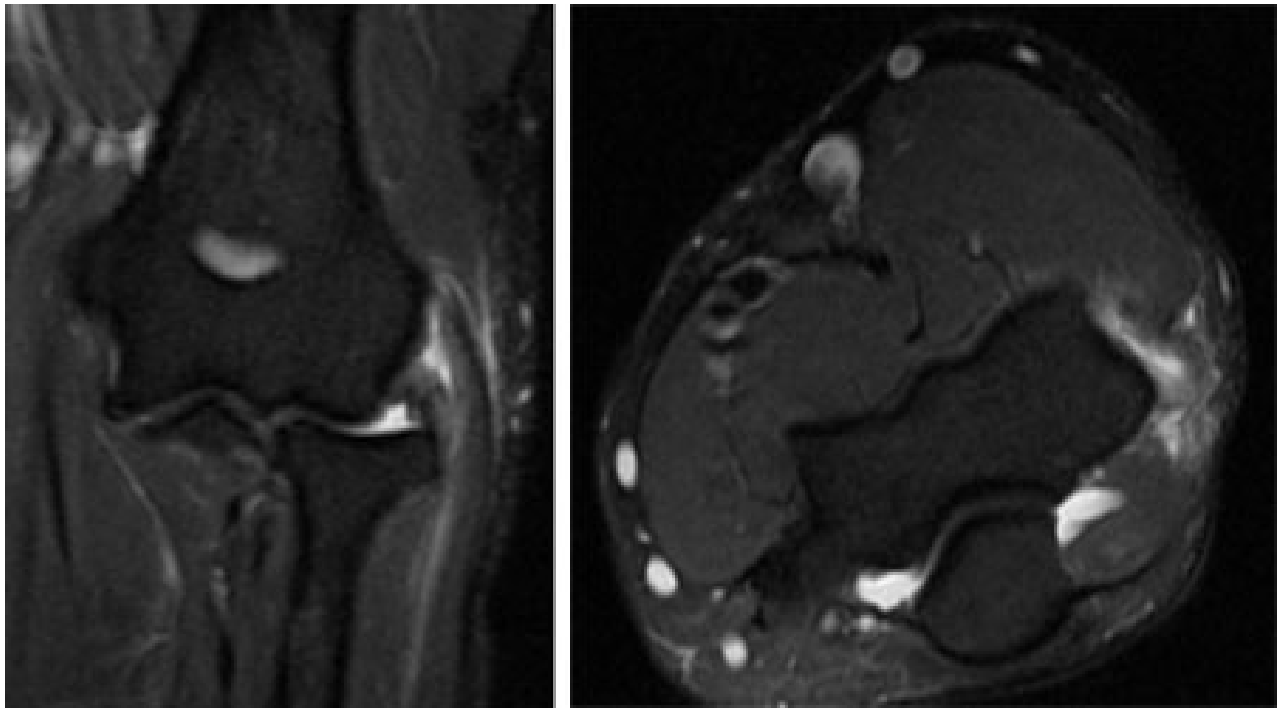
Ressonância nuclear magnética (RNM) coronal e axial do mesmo paciente, mostrando sinal aumentado no extensor radial curto do carpo
